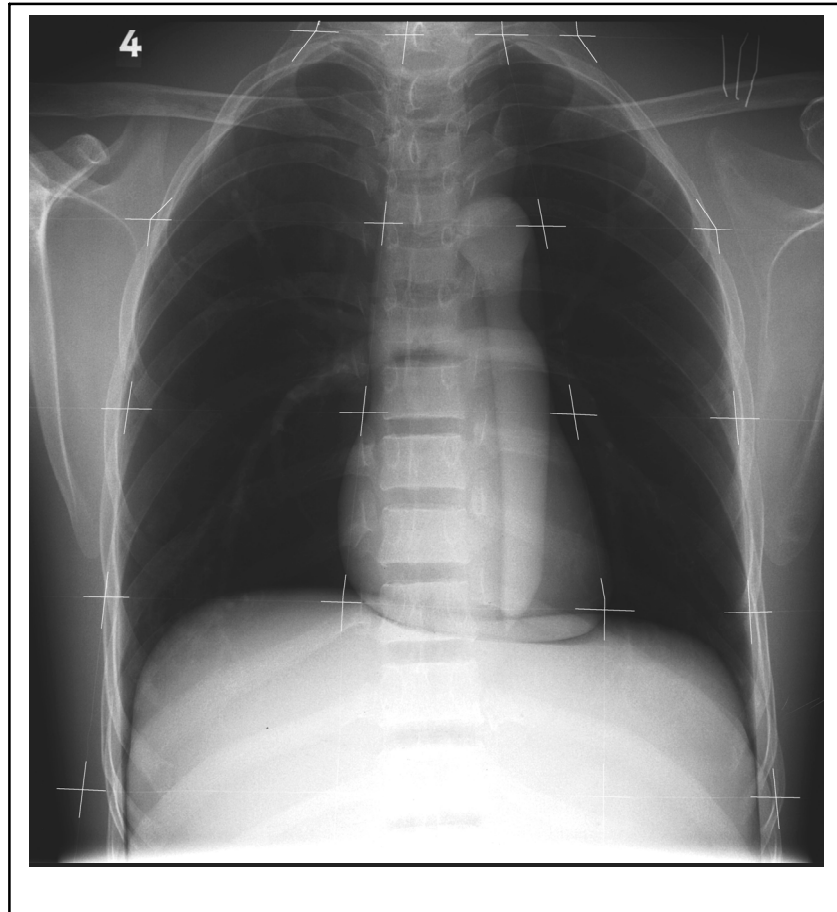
(aus [Red03]): Röntgenaufnahme des Thoraxphantoms mit überlagerten Feldlinien
